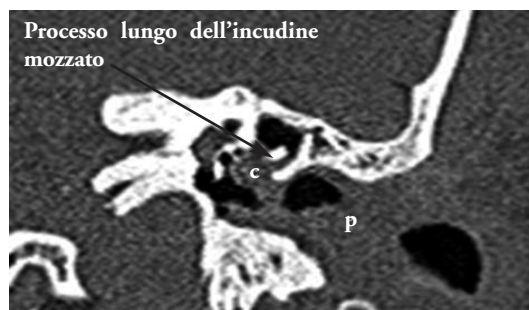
TC. Orecchio medio sinistro nel quale si distinguono il colesteatoma (c) e una formazione polipoide (p) che occlude totalmente il condotto uditivo esterno.
